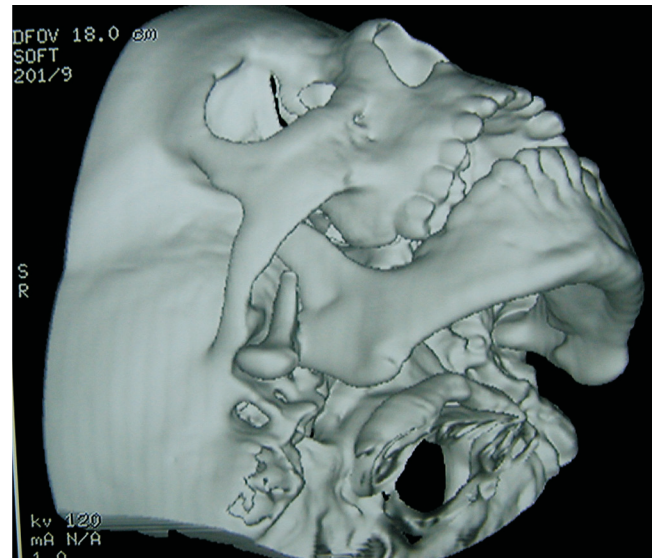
TAC 3D de fractura condílea. El cóndilo se observa dislocado lateralmente.
